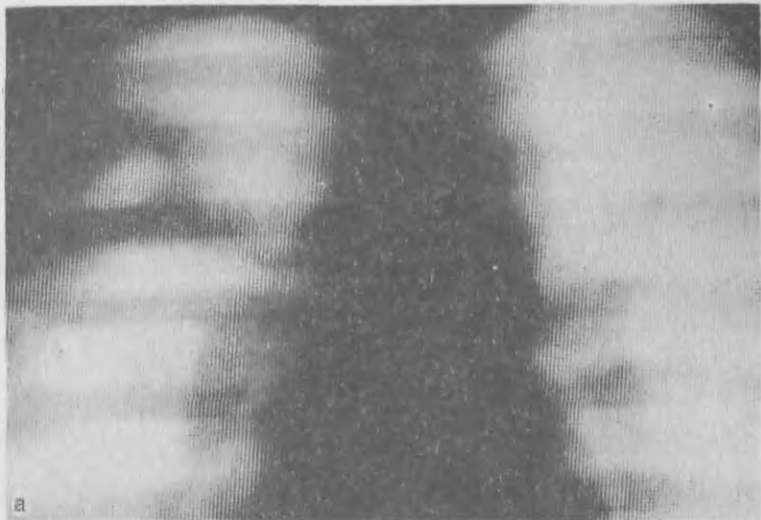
Боковая томограмма правого легкого. Абсцесс с секвестром, который следовало дифференцировать с аспергилломой и туберкулезом с секвестром. Воздух лишь у верхнего полюса тени. Другие туберкулезные изменения отсутствуют; имеется симптоматика нагноения. Операция.
